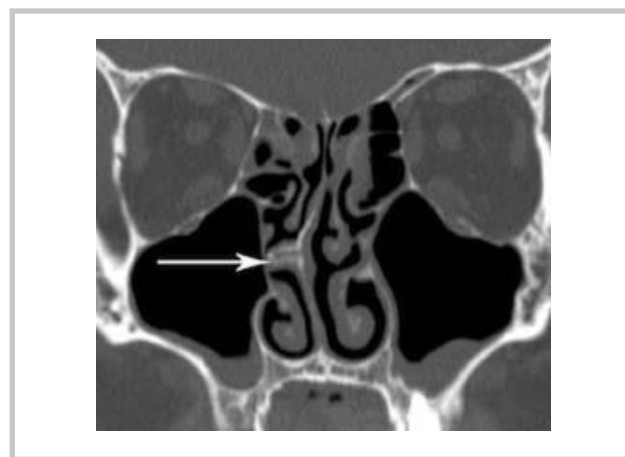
Деформация перегородки носа. КТ, коронарная проекция.
